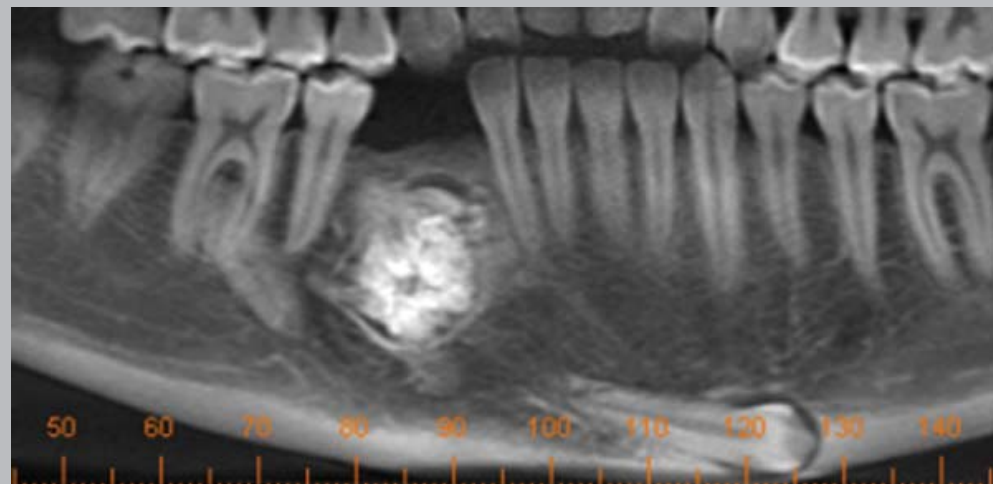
Joven de 15 años. Estudio cone beam. Vista panorámica zona canino y premolar inferior derecho. Se aprecia múltiples dentículos distribuidos, en forma anárquica, de forma y tamaño irregular, rodeado por una banda radiolúcida y una cortical. En cortes transversales y axial se nota expansión franca de la tabla ósea vestibular. En vista panorámica se observa el primer premolar en posición atípica por distal del odontoma a nivel del primer molar. En corte transversal N.º 69 se aprecia el premolar semiincluido en linguoversión. En vista panorámica se detecta, el canino derecho incluido en forma horizontal paralela al borde basilar a nivel de incisivo lateral derecho hasta el premolar izquierdo. En imagen volumétrica apreciamos el aumento de volumen producido por el odontoma y el canino derecho a nivel de borde basilar. (Gentileza Dr. Passalaqua)
